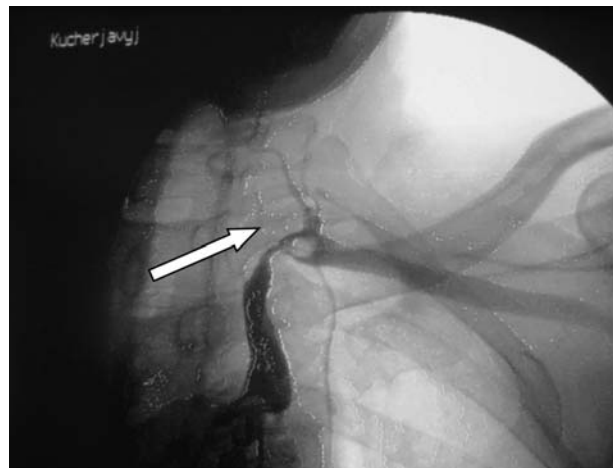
Рентгенконтрастна артеріографія хворого К. Візуалізується критичний стеноз I сегменту лівої ПКА та оклюзія I сегменту іпсилатеральної ХА.
